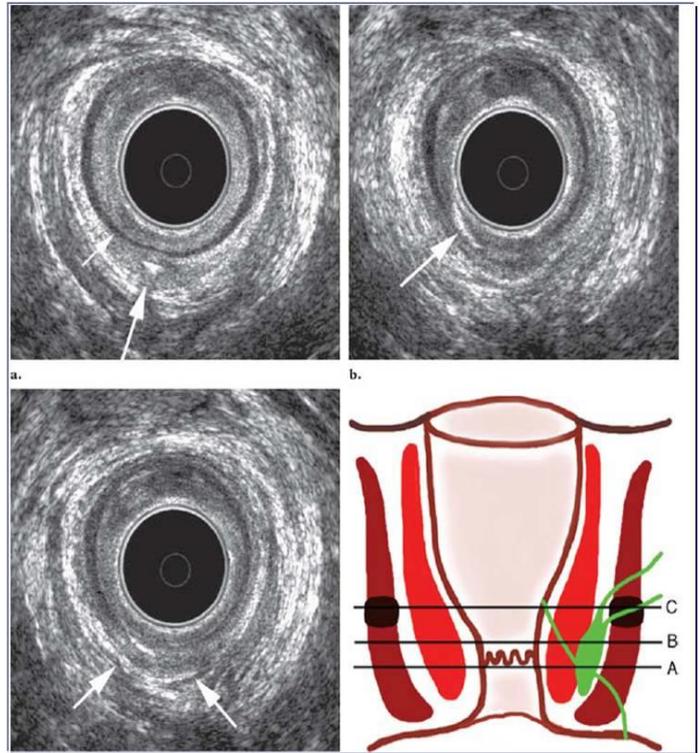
Ecografia transanale con H2O2
